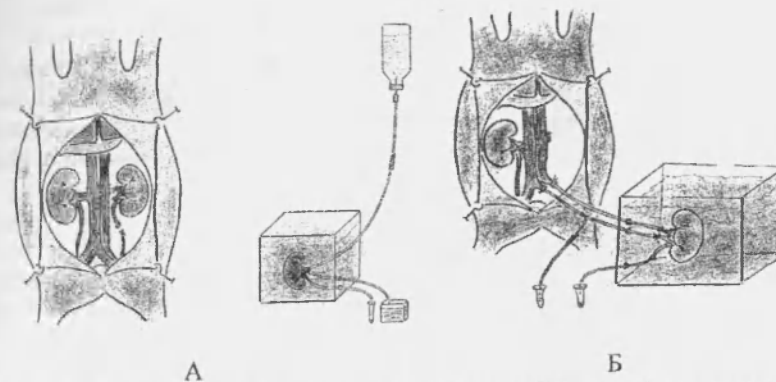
Нефрэктомия и перфузионная гипотермия (А), реперфузия почечного трансплантата после криоконсервации (Б).
